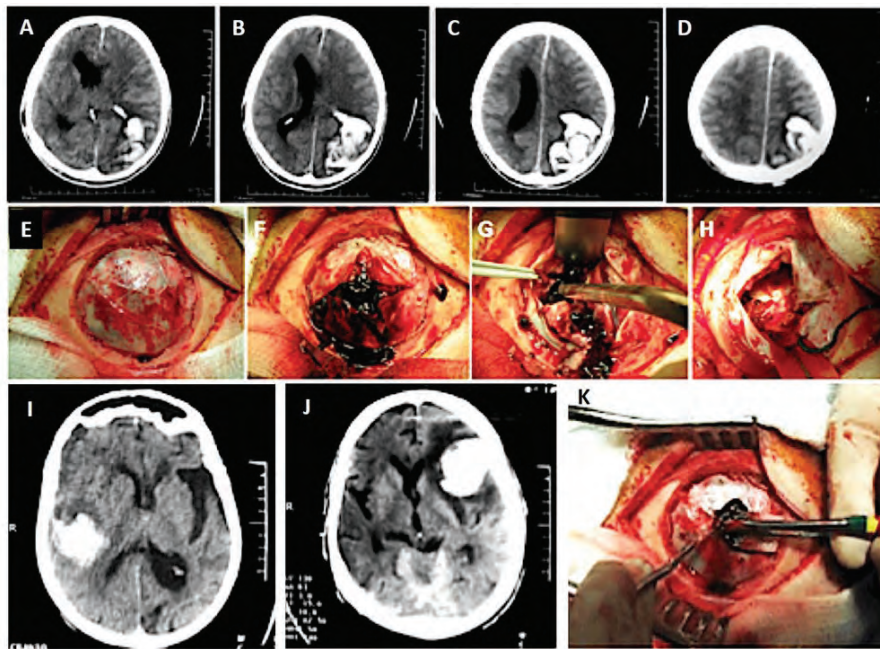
A-D. TC de Crânio evidenciando o HICP lobar parieto-occipital esquerdo > 50 ml com acentuado efeito de massa e desvio de estruturas da linha média, com indicação cirúrgica emergencial, conforme em E-H apresentada; I. HICP lobar temporal direito, 31 a 50 ml com sinais de atrofia associada, conforme se nota alargamento da incisura sylviana esquerda, sem desvio de estruturas medianas, sem indicação cirúrgica imediata; J. Hematoma frontal esquerdo com volume de 31 a 50 ml, com edema perilesional e significativo efeito de massa, com acentuado desvio contralateral de estruturas da linha média, com indicação cirúrgica (craniotomia), conforme apresentada em K.
